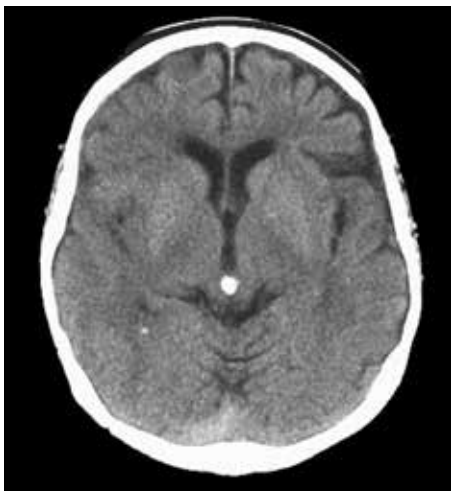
Компьютерная томограмма головного мозга. Сглаженность извилин лобной и височной долей правого полушария
